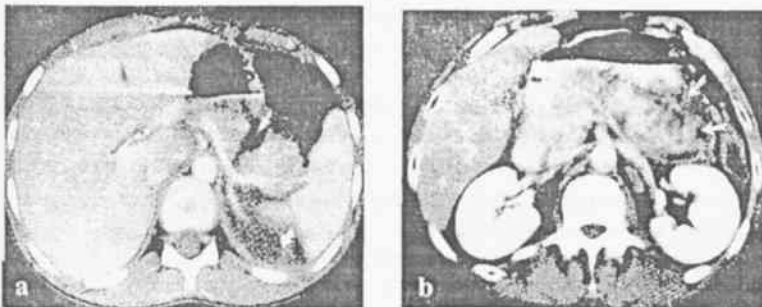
КТ картина повреждения поджелудочной железы (а – разрыв, б – ушиб)
